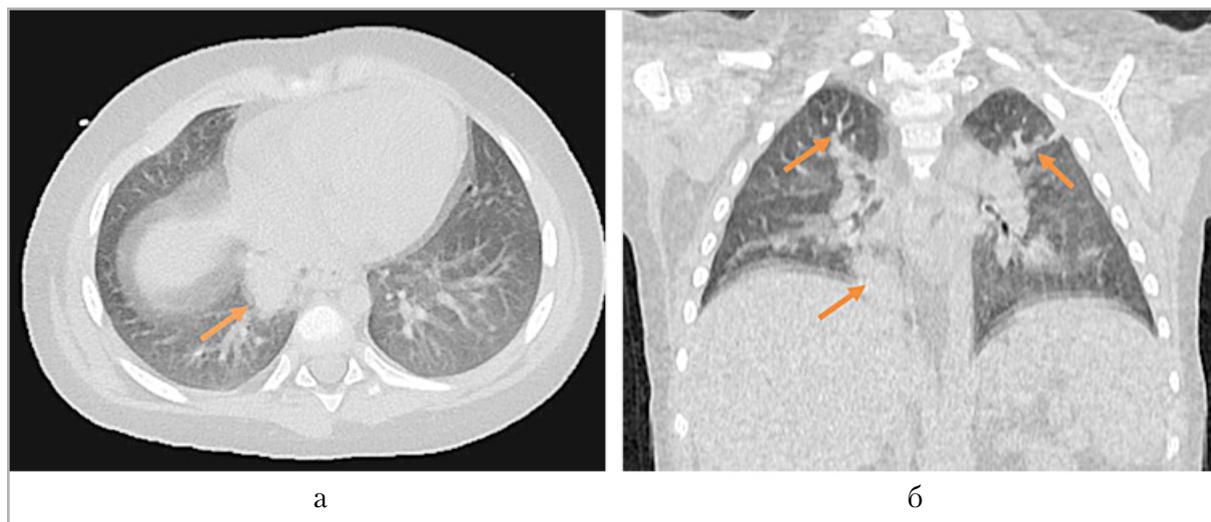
Мультиспиральные компьютерные томограммы органов грудной клетки без контрастного усиления: *а* — аксиальная плоскость; *б* — корональная плоскость. КТ-картина течения инфекционного процесса в S7 правого легкого и в верхних долях обоих легких (*оранжевые стрелки*)
